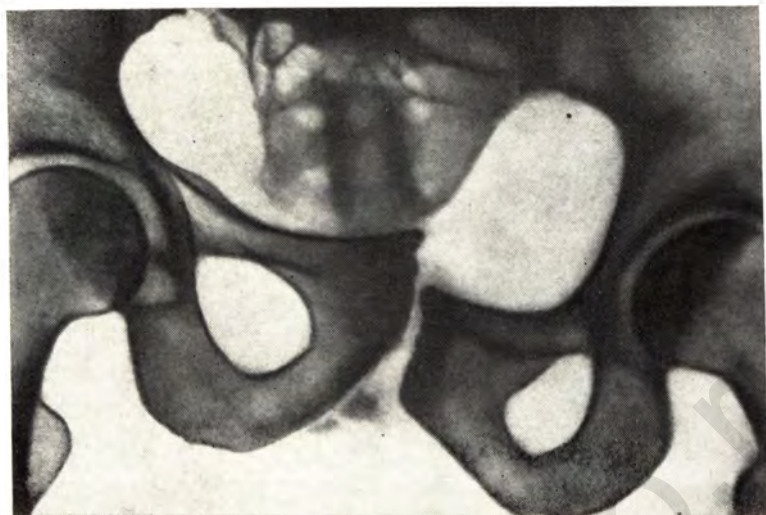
Рентгенограмма лонного сочленения женщины после травмы. Суставная щель расширена. Правая лонная кость смещена кверху. Суставные поверхности неровные. Костные отломки от правой лонной кости в области сустава.
